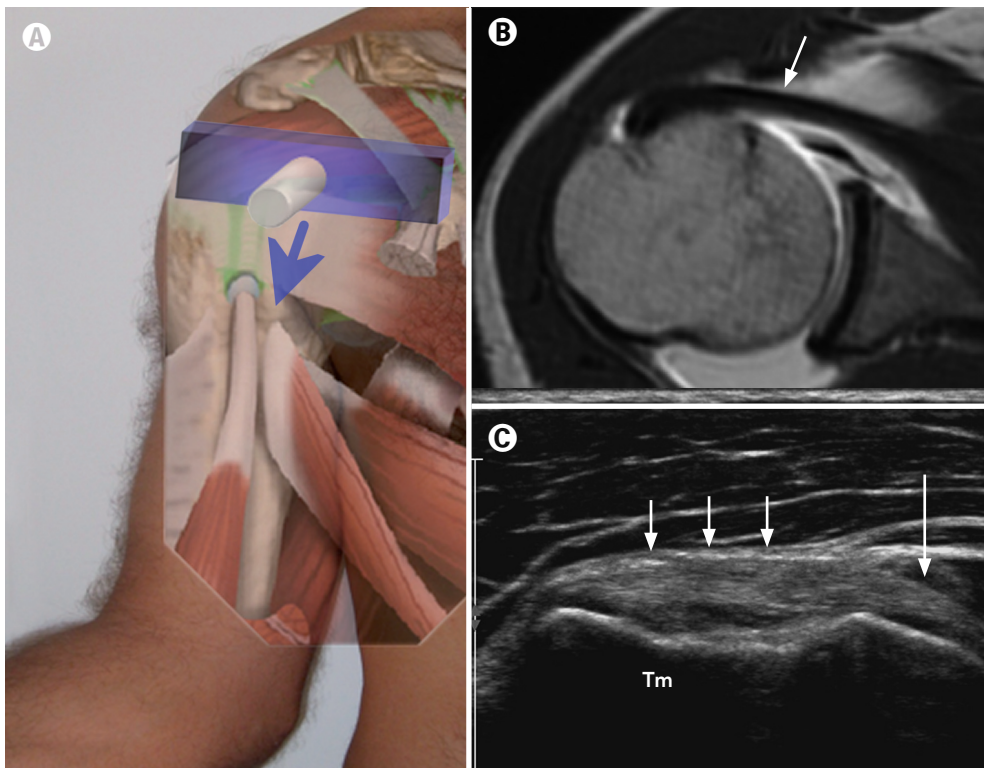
A) Posición 3. Barrido del tendón subescapular en su eje largo (flecha). B) Tendón subescapular (flecha) en imagen axial artro-RM. C) Tendón subescapular en su eje largo (flechas cortas). Unión miotendinosa (flecha larga). Tm: tuberosidad menor del húmero.
